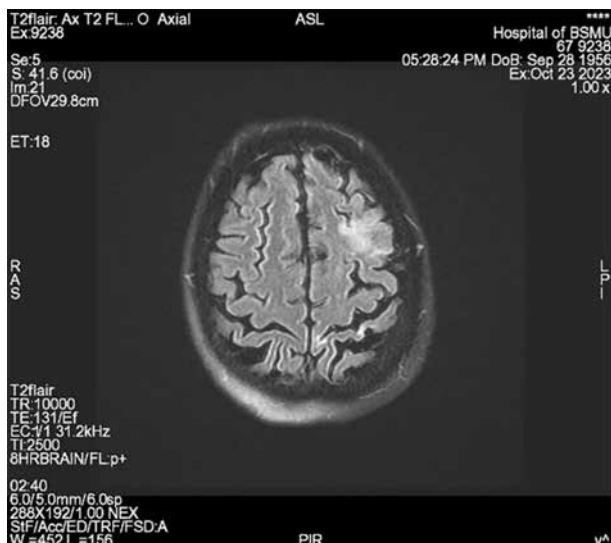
Зоны измененного сигнала в режиме T2 МРТ головного мозга в левом полушарии головного мозга у пациентки Д., 67 лет, с острым ишемическим инсультом, острый период
